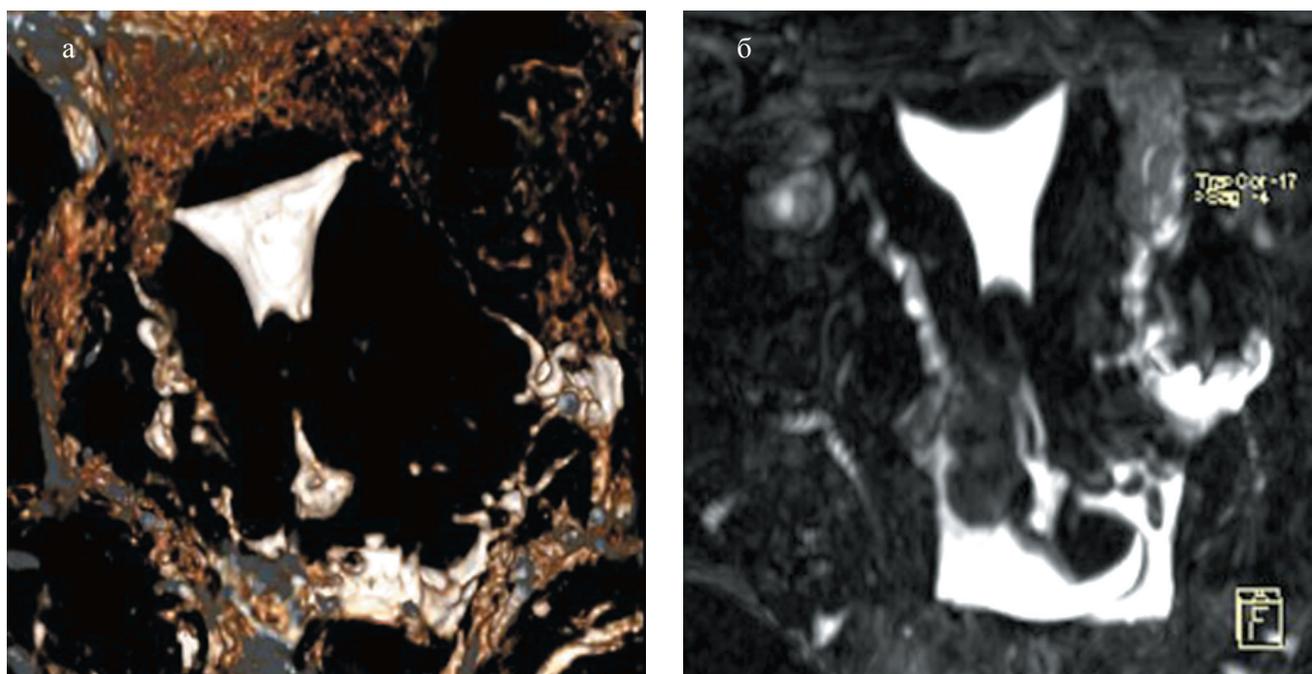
Проведение магнитно-резонансной томографии (МРТ) с введением контрастного вещества в полость матки и маточные трубы:
